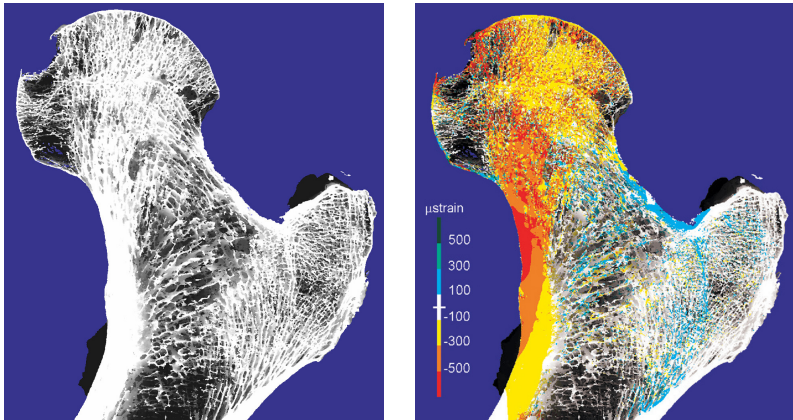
Dehnungsverteilung der Trabekel. [VAN RIETBERGEN *et al.* 2003] Anordnung der Trabekel im aufgeschnittenen μ -FE-Modell des proximalen Femurs, welches aus μ -CT-Aufnahmen generiert wurde (links). Rechts dargestellt sind auftretende Belastungen und deren Verteilung in den Knochenbälkchen unter Bedingungen, die der Standphase beim Gehen entsprechen. Gelbe bis rote Bereiche repräsentieren Druckbelastungen, blaue Bereiche zeigen Zugbeanspruchung der knöchernen Strukturen an.
